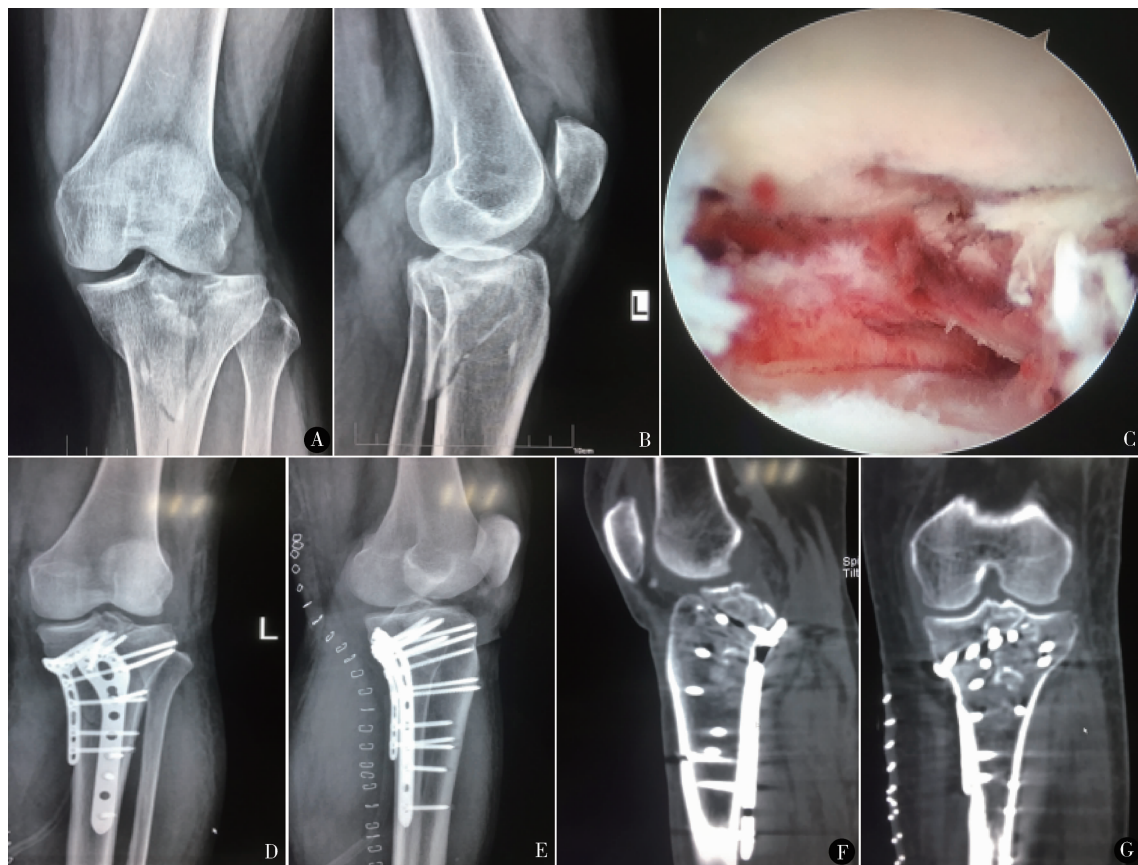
患者女,54 岁,骑电动车摔伤(为摔伤中的高能量损伤),术前膝关节 X 线片(A、B)提示左侧胫骨平台骨折(Schatzker IV 型),合并外侧副韧带损伤,关节镜下(C)见股骨髁软骨面完好,胫骨关节面骨折并塌陷,关节镜监视下骨折复位内固定,术后第 1 天复查左膝关节正侧位(D、E),可见膝关节脱位已复位,膝关节力线正常,关节面平整,术后第 3 天行左膝关节 CT 平扫及三维重建(F、G),胫骨平台关节面平整,髁间嵴塌陷关节面复位满意,螺钉位置正常
